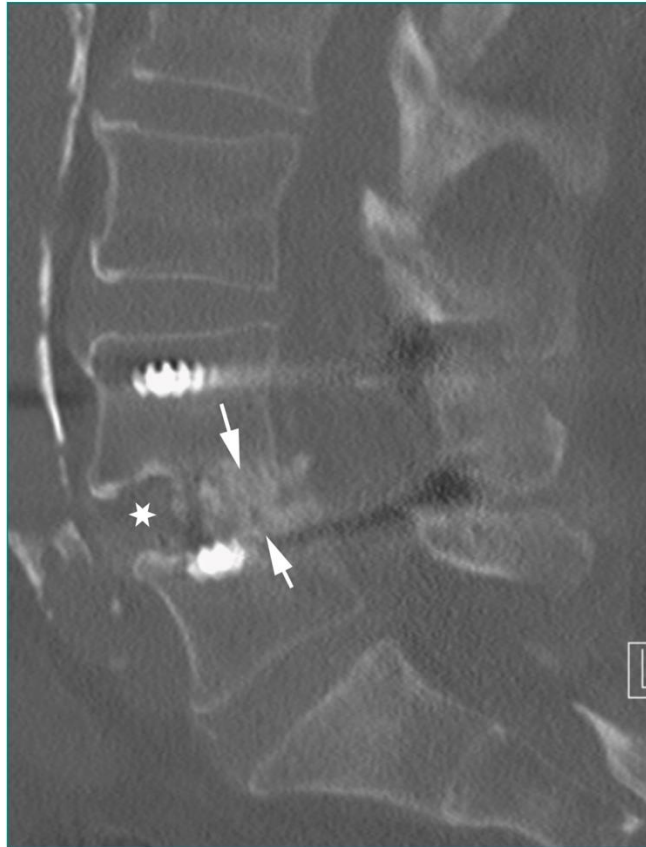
Coupe TDM axiale d'une arthrodesse minimale invasive L4-L5 montrant une cage TLIF(étoile) et la fusion osseuse entre les corps vertébraux(flèches)
